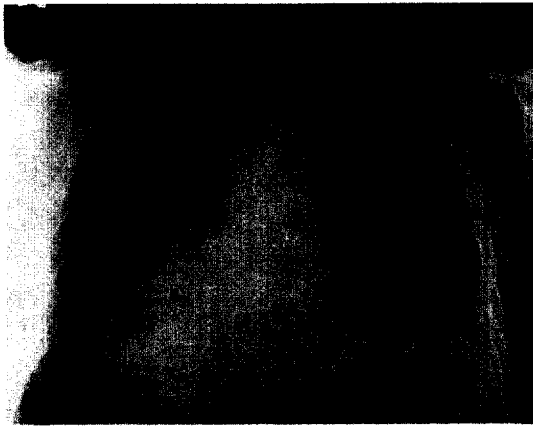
The chest radiograph shows cardiomegaly due to pericardial effusion, and haziness at left upper lung field with left side pleural effusion.
